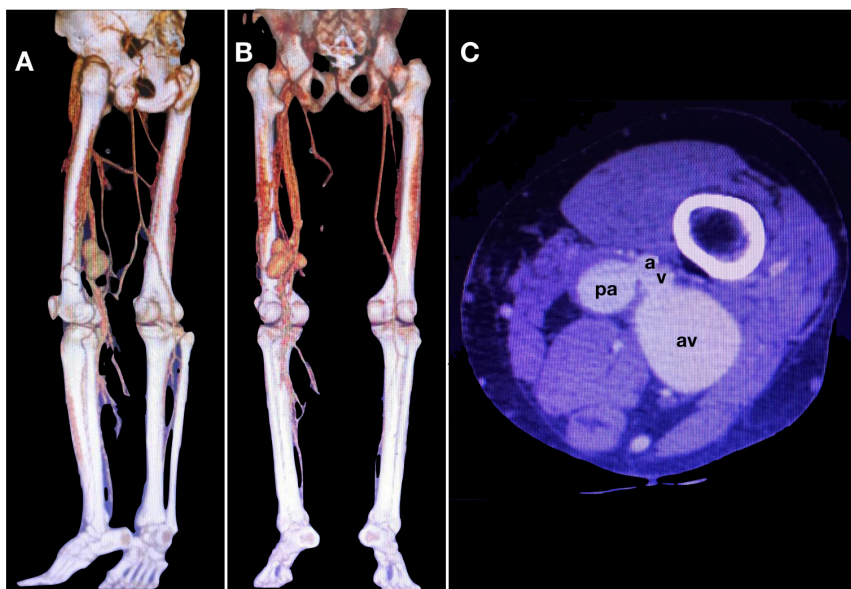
(A) e (B) Reconstruções da angiogramografia em diferentes incidências, evidenciando a impregnação pelo meio de contraste simultaneamente do sistema arterial e do sistema venoso profundo na coxa esquerda e volumosas dilatações dos vasos poplíteos; (C) Corte axial da tomografia computadorizada do membro inferior esquerdo; a: artéria poplíteia; pa: pseudoaneurisma da artéria poplíteia; v: veia poplíteia; av: aneurisma da veia poplíteia.
